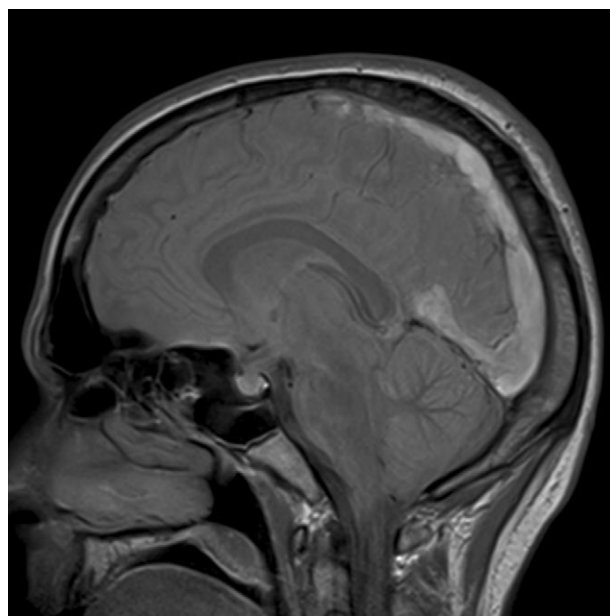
RMN cerebral donde se objetiva una hiperintensidad de señal a nivel del seno longitudinal superior, seno recto y porción proximal de los senos transversos.
